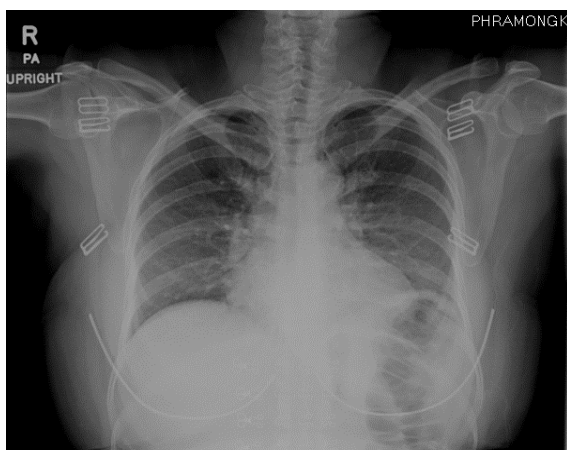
Chest X-ray PA upright
